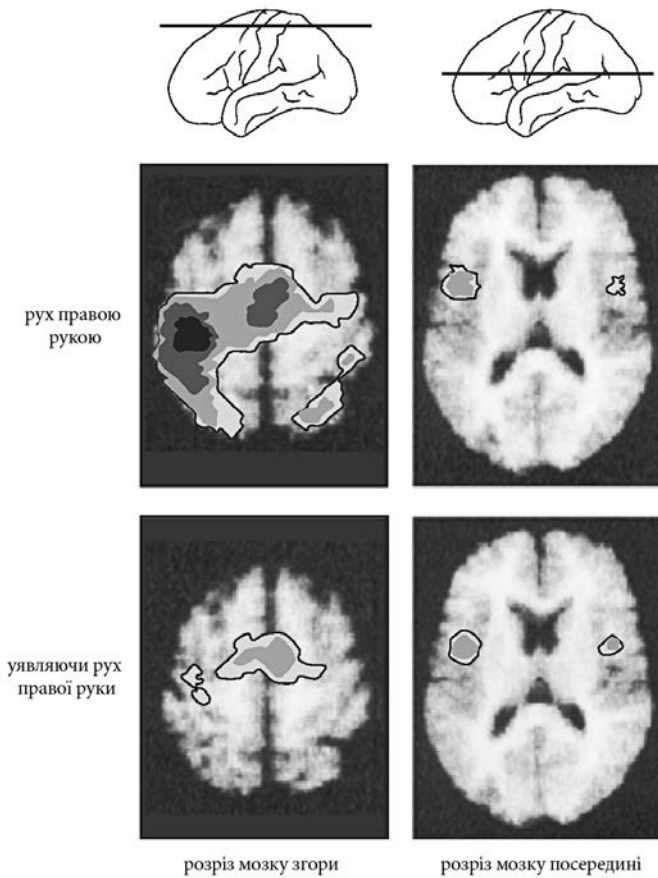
п. 6. Доброволець лежить у томографі
